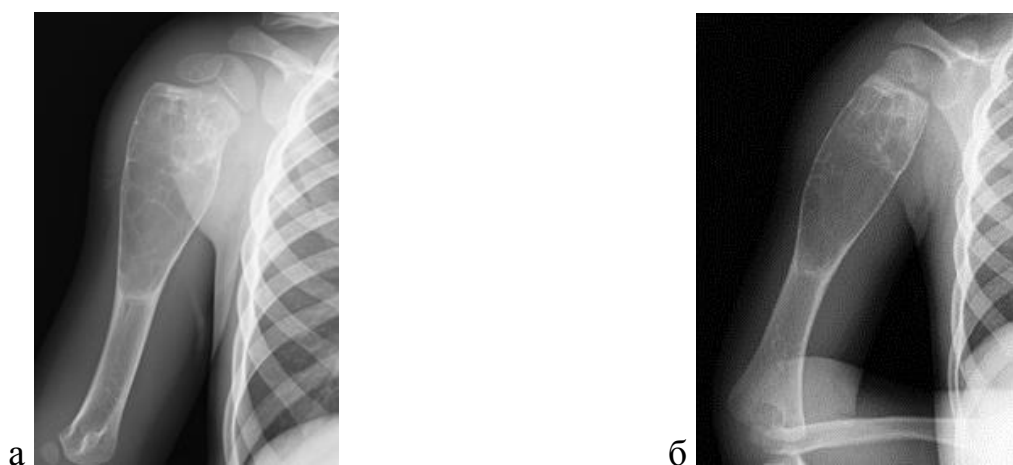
Рентгенография правой плечевой кости в прямой (а) и боковой (б) проекциях. АК плечевой кости в фазе остеолиза
